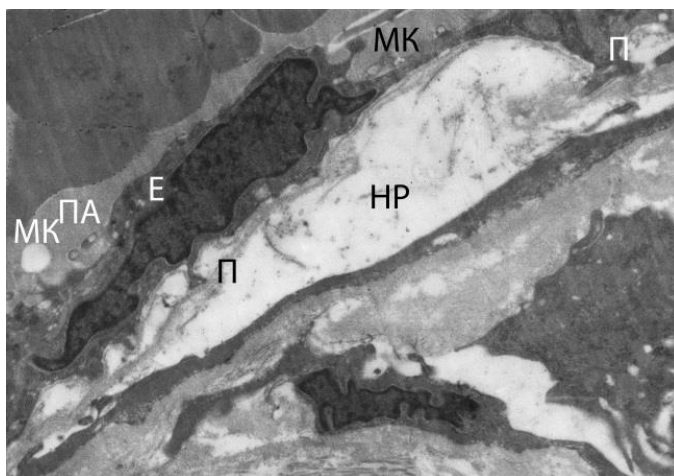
Гидроцеле сроком 3 года. Артериола субмезотелиального слоя париетальной пластинки влагалищной оболочки яичка. В эндотелиоцитах увеличение числа микровыростов и микроворсинок, микроклизматоз, на адлюминальной поверхности протрузии цитоплазмы, выраженный отек субэндотелиального слоя, в просвете артериолы сладж эритроцитов. Е - эндотелиоцит, МК - микроклизматоз, ПА просвет артериолы, П - протрузии цитоплазмы, НР - отечная жидкость. Электронограмма. Ув. × 6000.
